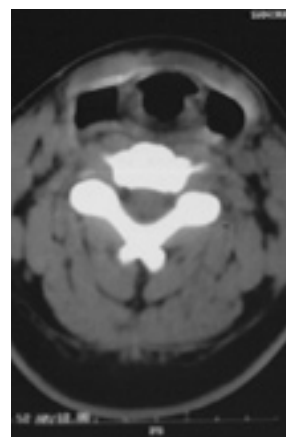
TAC cervical: Cartílago tiroides grande y aplanado en su ángulo anterior, determinando un gran ensanchamiento tanto de la supraglotis como de los senos piriformes.
